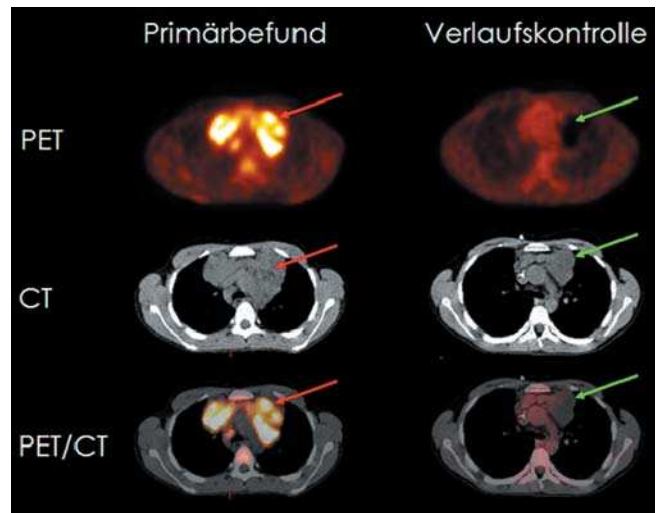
Axiale Schnittbilder PET, CT („low dose“) und PET/CT fusioniert. Rote Pfeile: pathologische retrosternale Raumforderungen mit malignitätstypischer Stoffwechselsteigerung im Sinne von Lymphomgewebe. Grüne Pfeile: Posttherapeutisch verbliebene Raumforderung ohne tumortypische Stoffwechselsteigerung (avitales Residuum/DD: Thymusgewebe).
